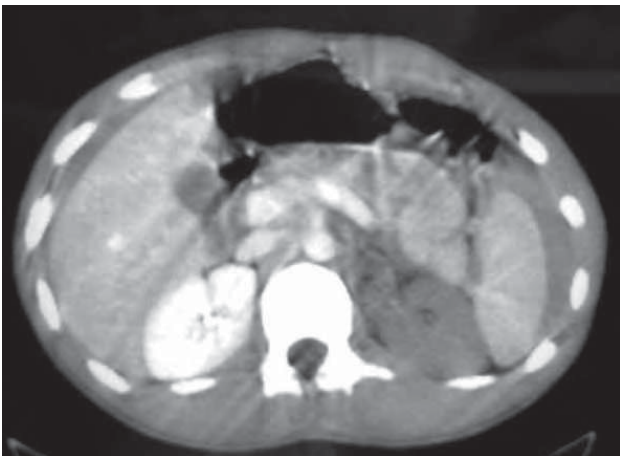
/22.- TAC de abdomen. Disecación de arteria renal izquierda con exclusión del órgano. Hemoperitoneo.
